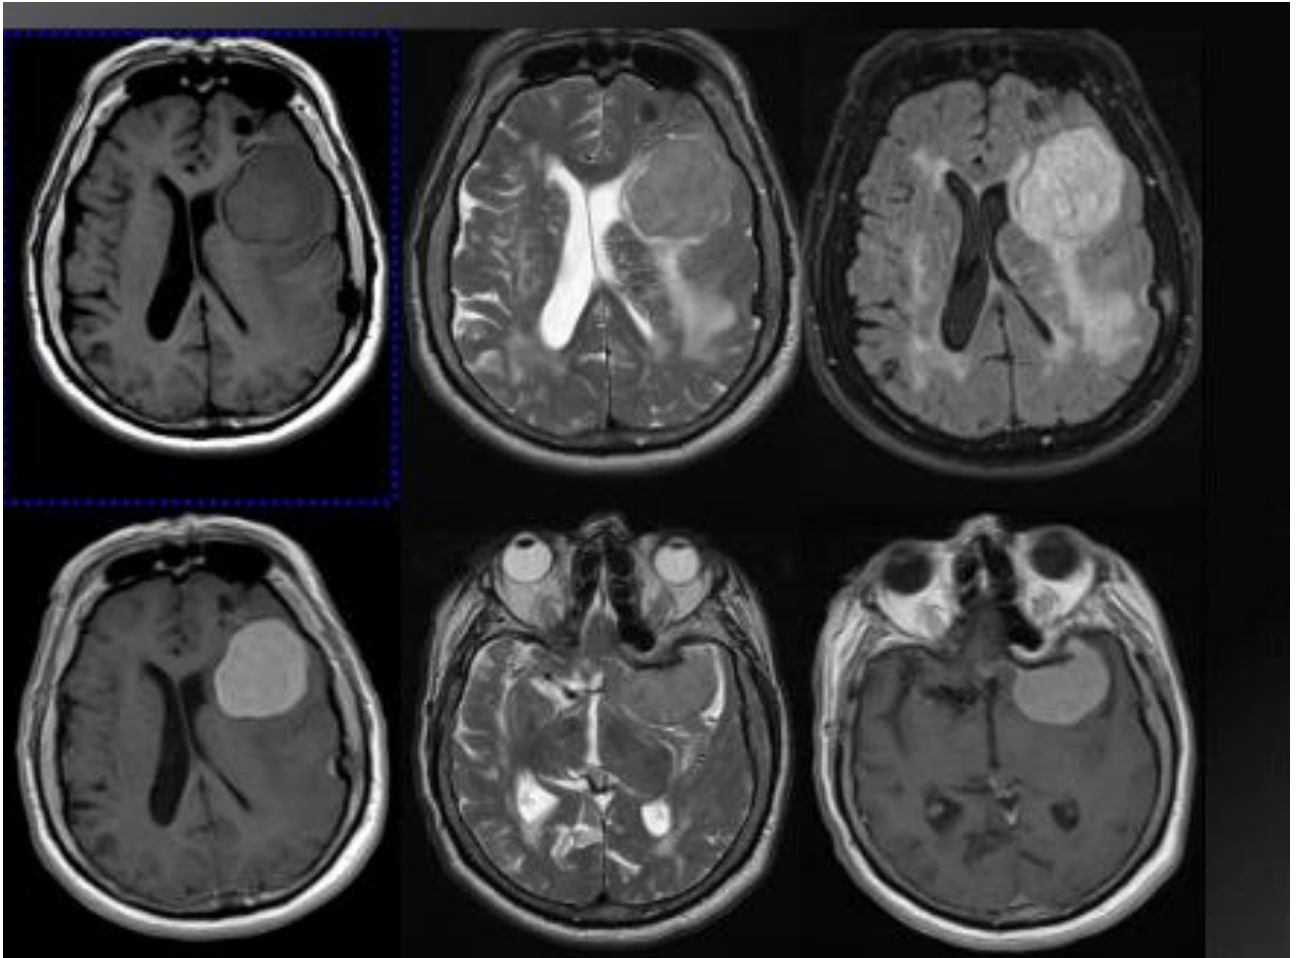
Magnetna rezonanca mozga (preoperativni glioblastom) (izvor slike: KBC Split)
